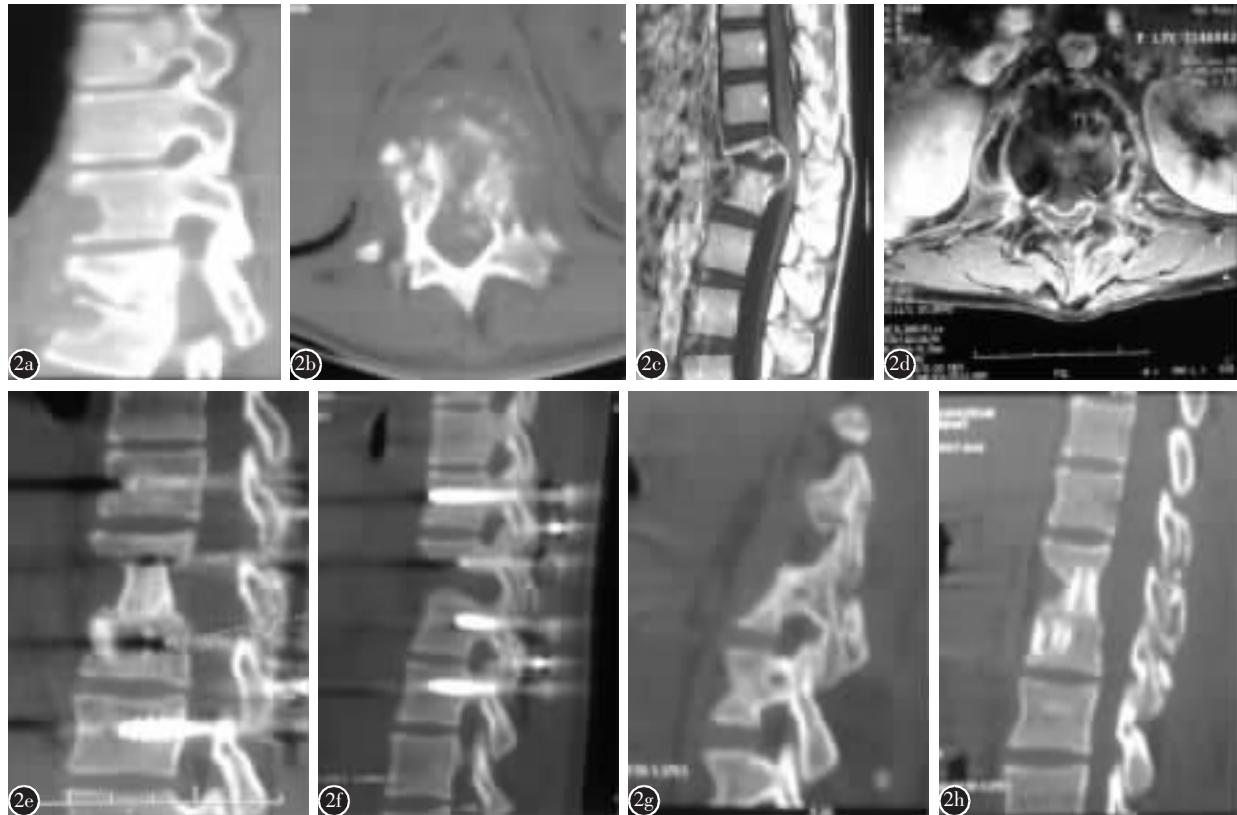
患儿,女,13岁,T12、L1、L2椎体结核,椎管内脓肿形成,双下肢不全瘫,后前路手术,超病椎间固定、病椎间后外侧植骨融合 a、b 术前CT示L1/2椎间隙狭窄,T12、L1、L2椎体骨质破坏、以L1椎体破坏明显,有死骨及空洞形成 c、d 术前MRI示椎管内脓肿形成,硬膜囊受压 e、f 术后4个月CT示病灶清除彻底,L1/2椎体间及小关节植骨愈合,固定范围内的T12/L1及L2/3节段未融合 g、h 术后3年CT示L1/2椎间及小关节、L2椎体内植骨愈合良好,同时固定范围内T12/L1及L2/3节段的左、右侧小关节自发融合
